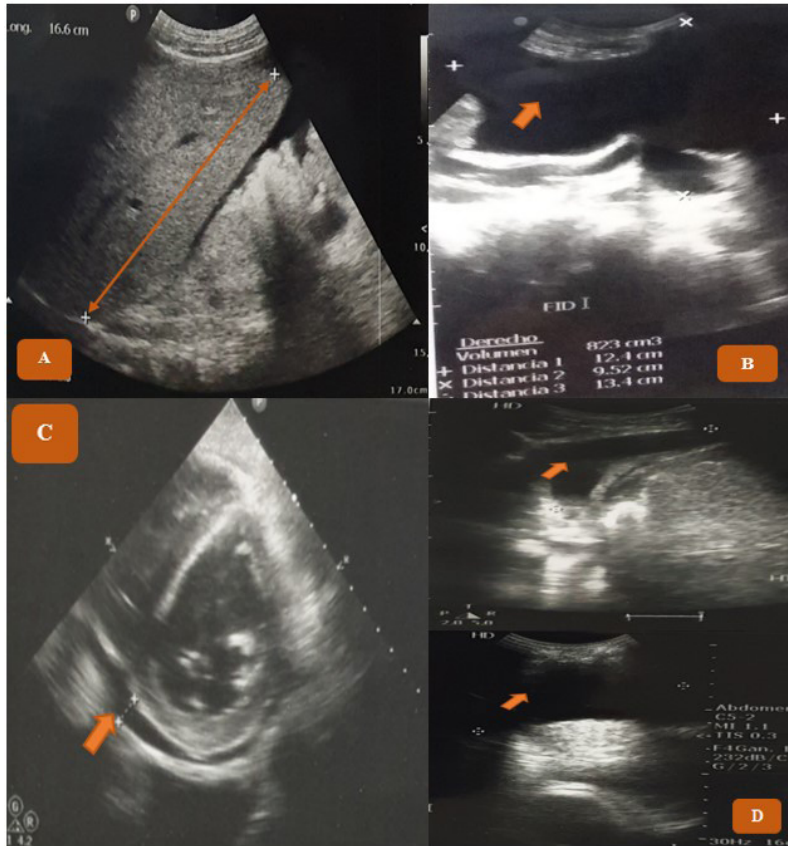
Ecografía abdominal completa muestra (A) Hepatomegalia (↔): hígado con una longitud de 166 mm, y ascitis (→): líquido libre en cavidad abdominopélvica en la (B) fosa iliaca derecha (823 cm³). La ecocardiografía transtorácica muestra (C) derrame pericárdico (→); (D) La ecografía de tórax muestra derrame pleural bilateral (→): líquido libre en hemitórax derecho (140 cm³) y en hemitórax izquierdo (320 cm³)
